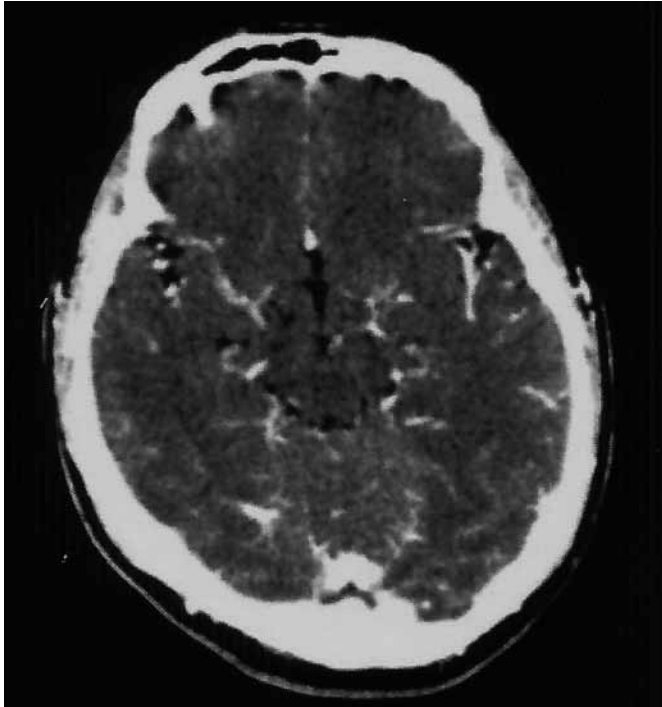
Meningitis: tomografía de encéfalo en fase contrastada IV a nivel del mesencéfalo: engrosamiento y reforzamiento de las meninges, de predominio en la cisura de Silvio.
